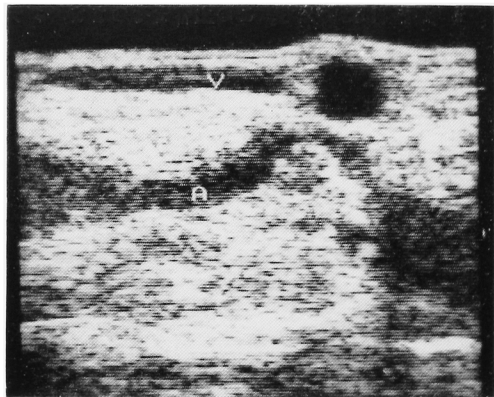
Ultrasonic findings of the thighs showed a bowed superficialized femoral artery and a dilated superficialized saphenous vein.
